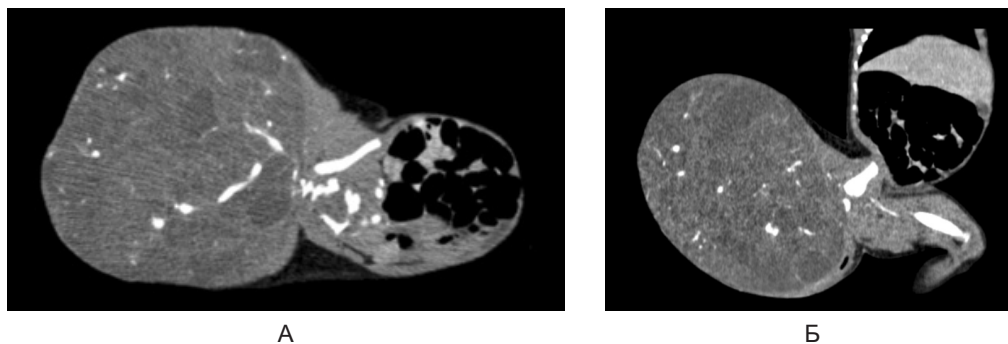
Хвора А., вік 10 діб. Контрастна МСКТ: А – горизонтальна проекція, Б – вертикальна проекція
